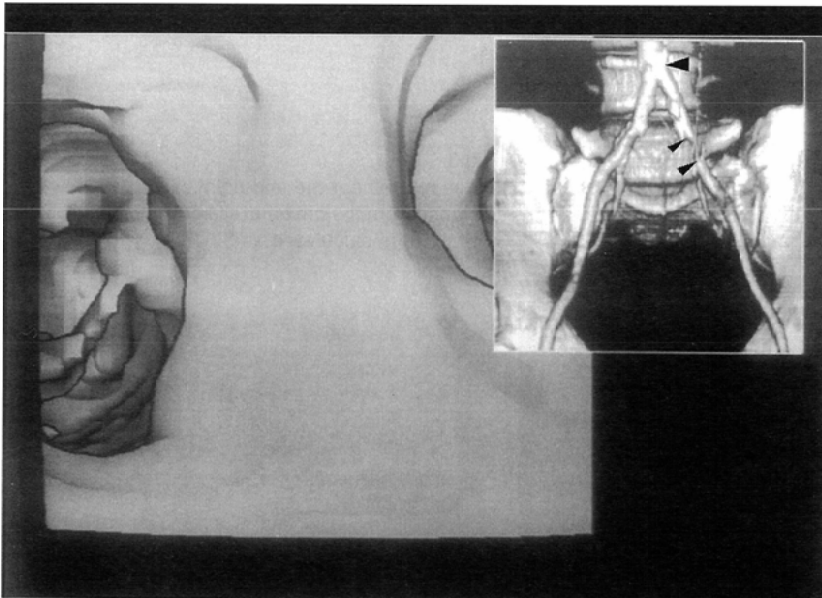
Inner image at the iliac bifurcation with a Cruising-Eye-View method. Three-dimensional CT angiographic image (the right upper corner), as a localizer of the inner image, shows severe stenosis at the left common iliac artery. The large arrowhead indicates a view-point of the inner image, while small arrowheads indicate the extent of the stenosis.
